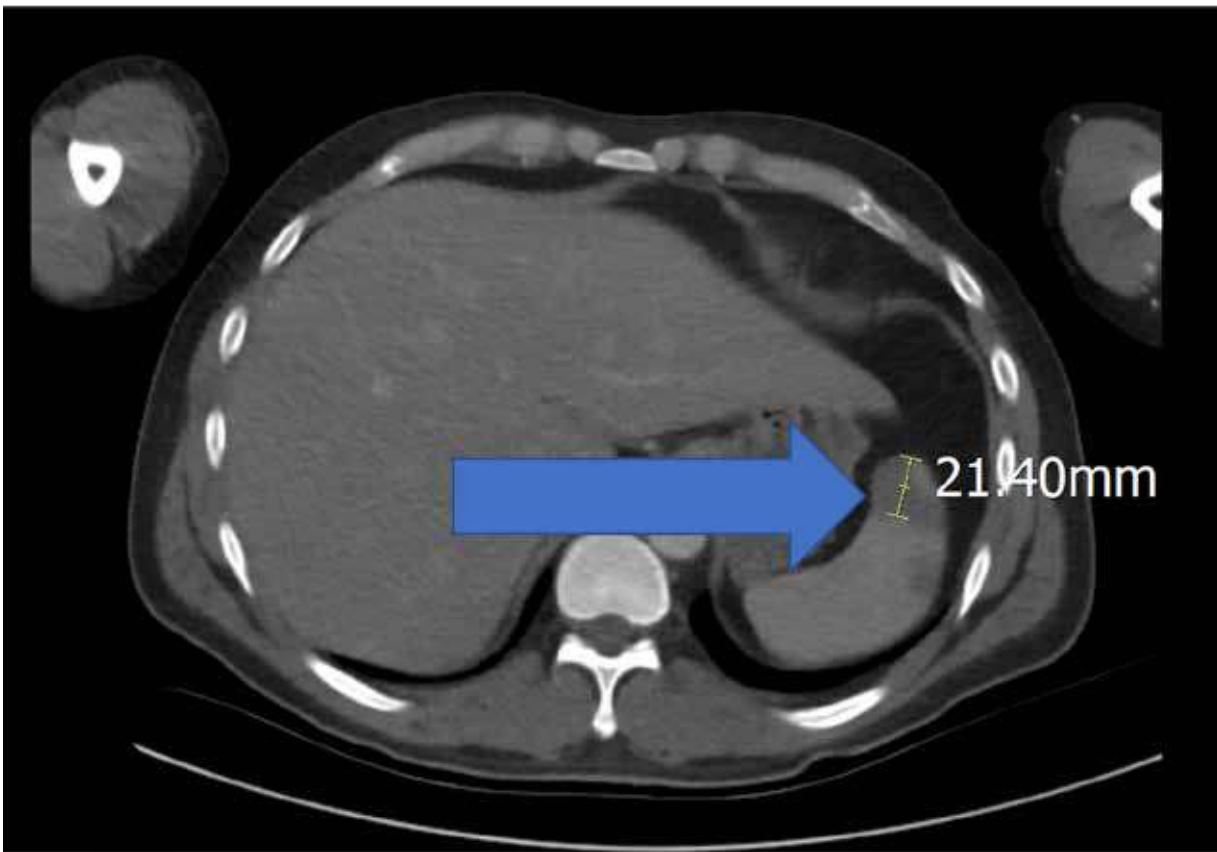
Splenic Infarction in intravenous contrast-enhanced Abdominal Computed Tomography
